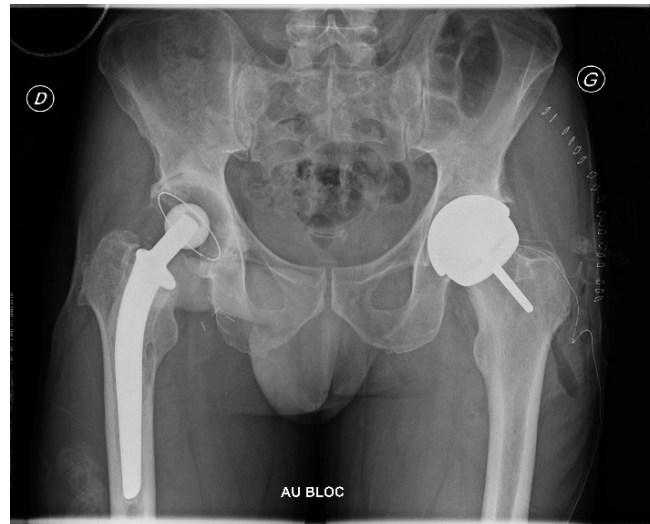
Radiographie de bassin de face avec une PTH conventionnelle à tige à droite et un RTH à gauche. L'absence de tige, le respect du diamètre de la tête fémorale native osseuse, l'absence de sacrifice osseux fémorale sont autant d'avantages du RTH parfaitement visibles sur cette incidence.
